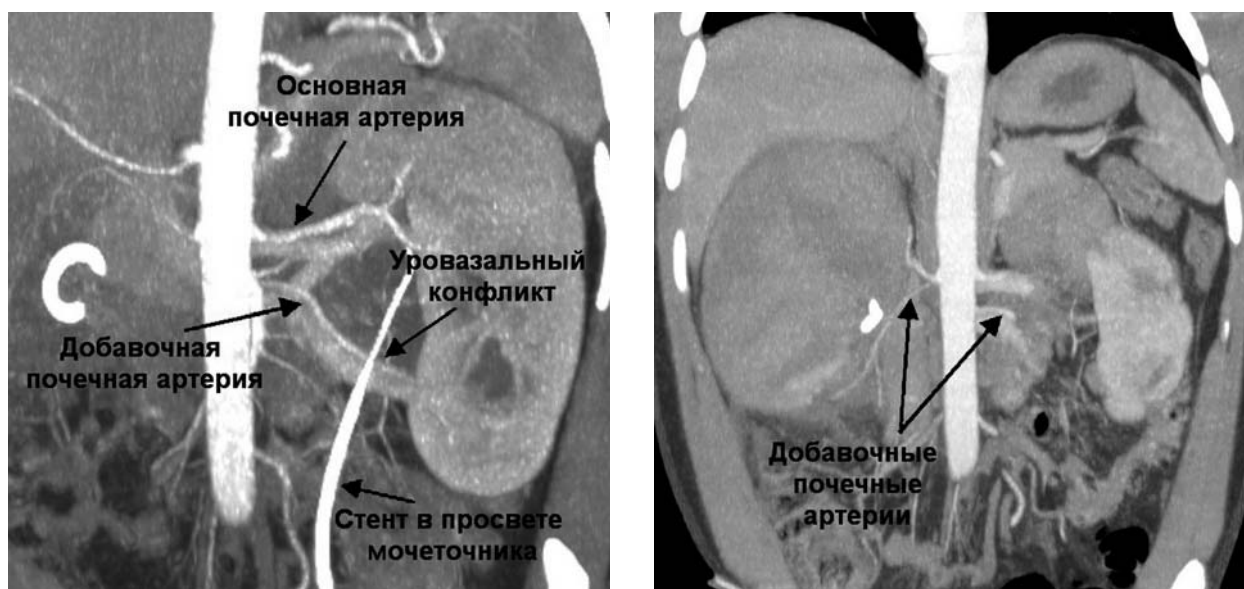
КТ-ангиография живота. Косой корональный срез, мультипланарная реконструкция (от 28.12.2017 г.)
